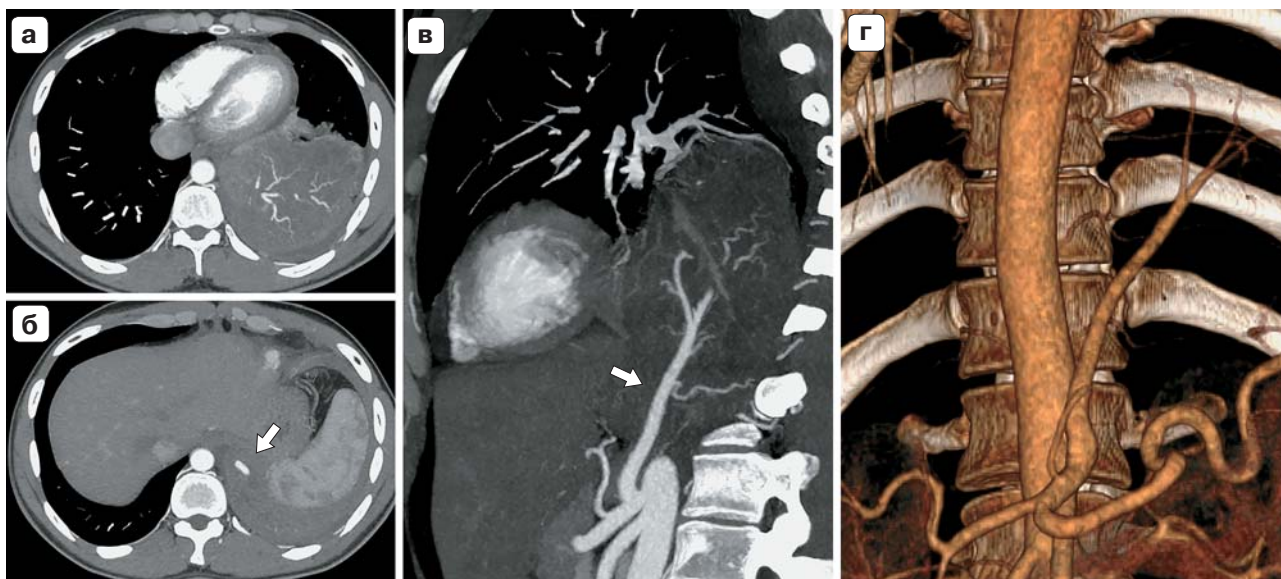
КТ-ангиография грудной аорты в аксиальной (а, б) и сагиттальной (в) плоскостях с MIP-реформацией пациента А., 27 лет, объемная реконструкция аорты на уровне чревного ствола (г). Хорошо видно, что уплотнение в нижней доле левого легкого имеет артериальное кровоснабжение из дополнительной ветви *tr. coeliacus* (стрелка), по диаметру aberrантный сосуд больше, чем остальные ветви чревного ствола.
